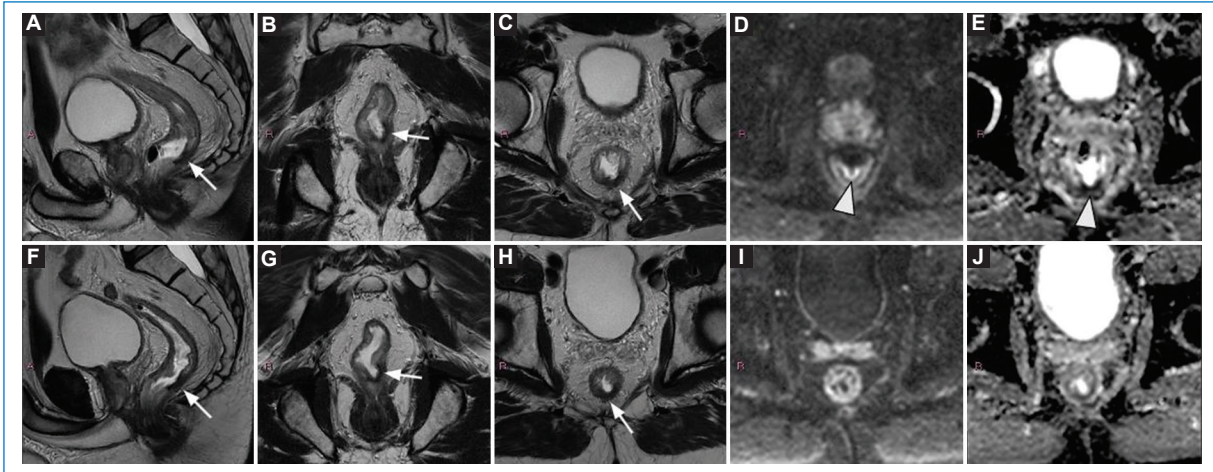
Adenocarcinoma bien diferenciado de recto inferior. Estadificación inicial T3a-N2, emvi negativo y MRC libre (RM basal no mostrada). La RM de reestadificación evidencia una cicatriz fibrótica densa, hipointensa en T2 entre H4 y H7 (flecha) (A-C), con aparente restricción lineal en DWI a nivel de la submucosa dado por artefacto debido a aire intraluminal (punta de flecha) (D y E). La RM de seguimiento a los 3 meses postratamiento muestra similar cicatriz fibrosa en secuencias ponderadas en T2 (flecha) (F-H), sin restricción en la secuencia de difusión (I y J): TRG 2. *EMVI: invasión vascular extramural.*
